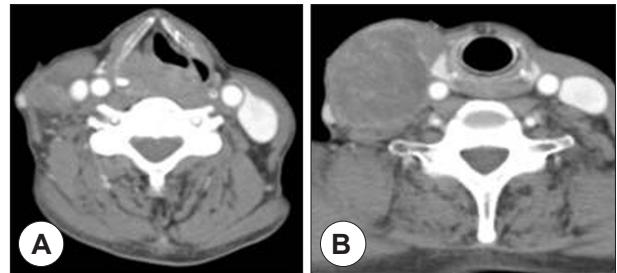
Neck CT finding. A : Mild enhanced mass was noted from aryepiglottic fold to pyriform sinus which mass obliterated pyriform sinus(Rt) and heterogenous enhanced irregular mass was noted on level III, IV(Rt). B : About 6×7cm sized heterogenous enhanced mass was noted on level III, IV(Rt) which was confirmed with MPNST as a result of histochemical study.
